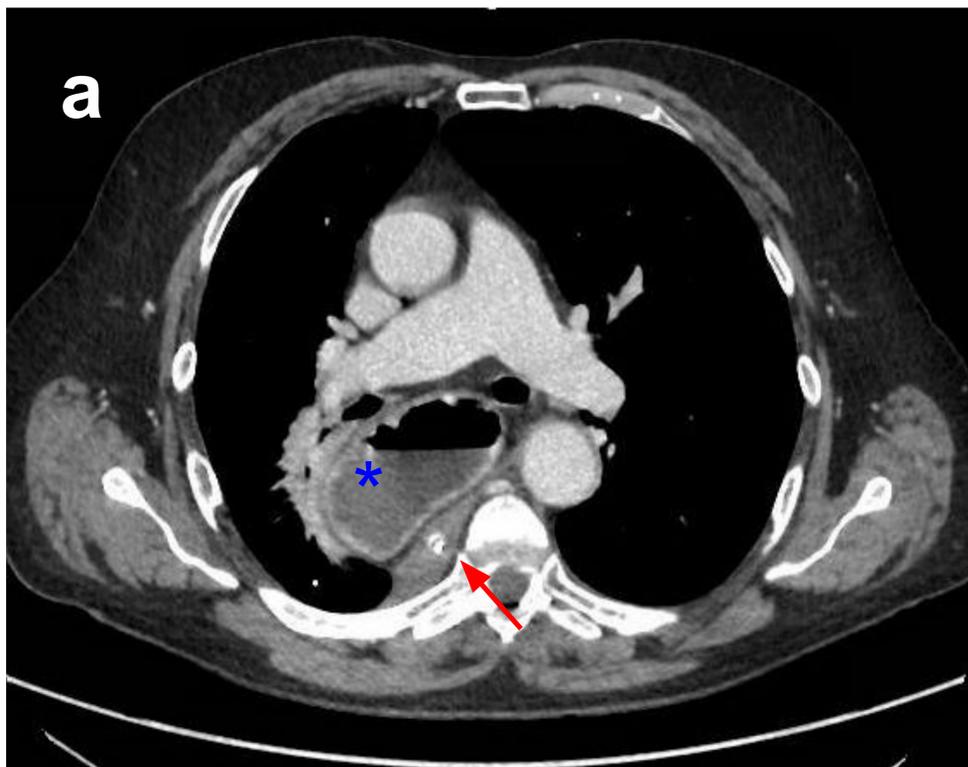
Vólvulo gástrico organoaxial. Mismo paciente (fig. 4 y 5) que acude a urgencias dos años más tarde por cuadro de dolor epigástrico brusco e intenso, asociado a náuseas, vómitos oscuros los días previos e imposibilidad para el paso de la sonda nasogástrica. Se realiza TC de abdomen con contraste intravenoso, identificando en las imágenes axiales (a, b y c) y coronal (d) una hernia de hiato paraesofágica tipo II, sin deslizamiento de la unión gastroesofágica (flecha roja) y con el fundus gástrico en cavidad abdominal de posición inferior izquierda (cabeza de flecha amarilla). El cuerpo gástrico (asterisco azul) como la región antropilórica (flecha verde) se han herniado a cavidad torácica de posición superior derecha, con la curvatura mayor (CM) por encima de la menor y con un plieque central de mucosa gástrica compatible con el punto de torsión (P). Las asas de intestino distales a la región antropilórica se muestran colapsadas o con escaso contenido aéreo, compatible con obstrucción intestinal secundaria a vólvulo gástrico organoaxial.
